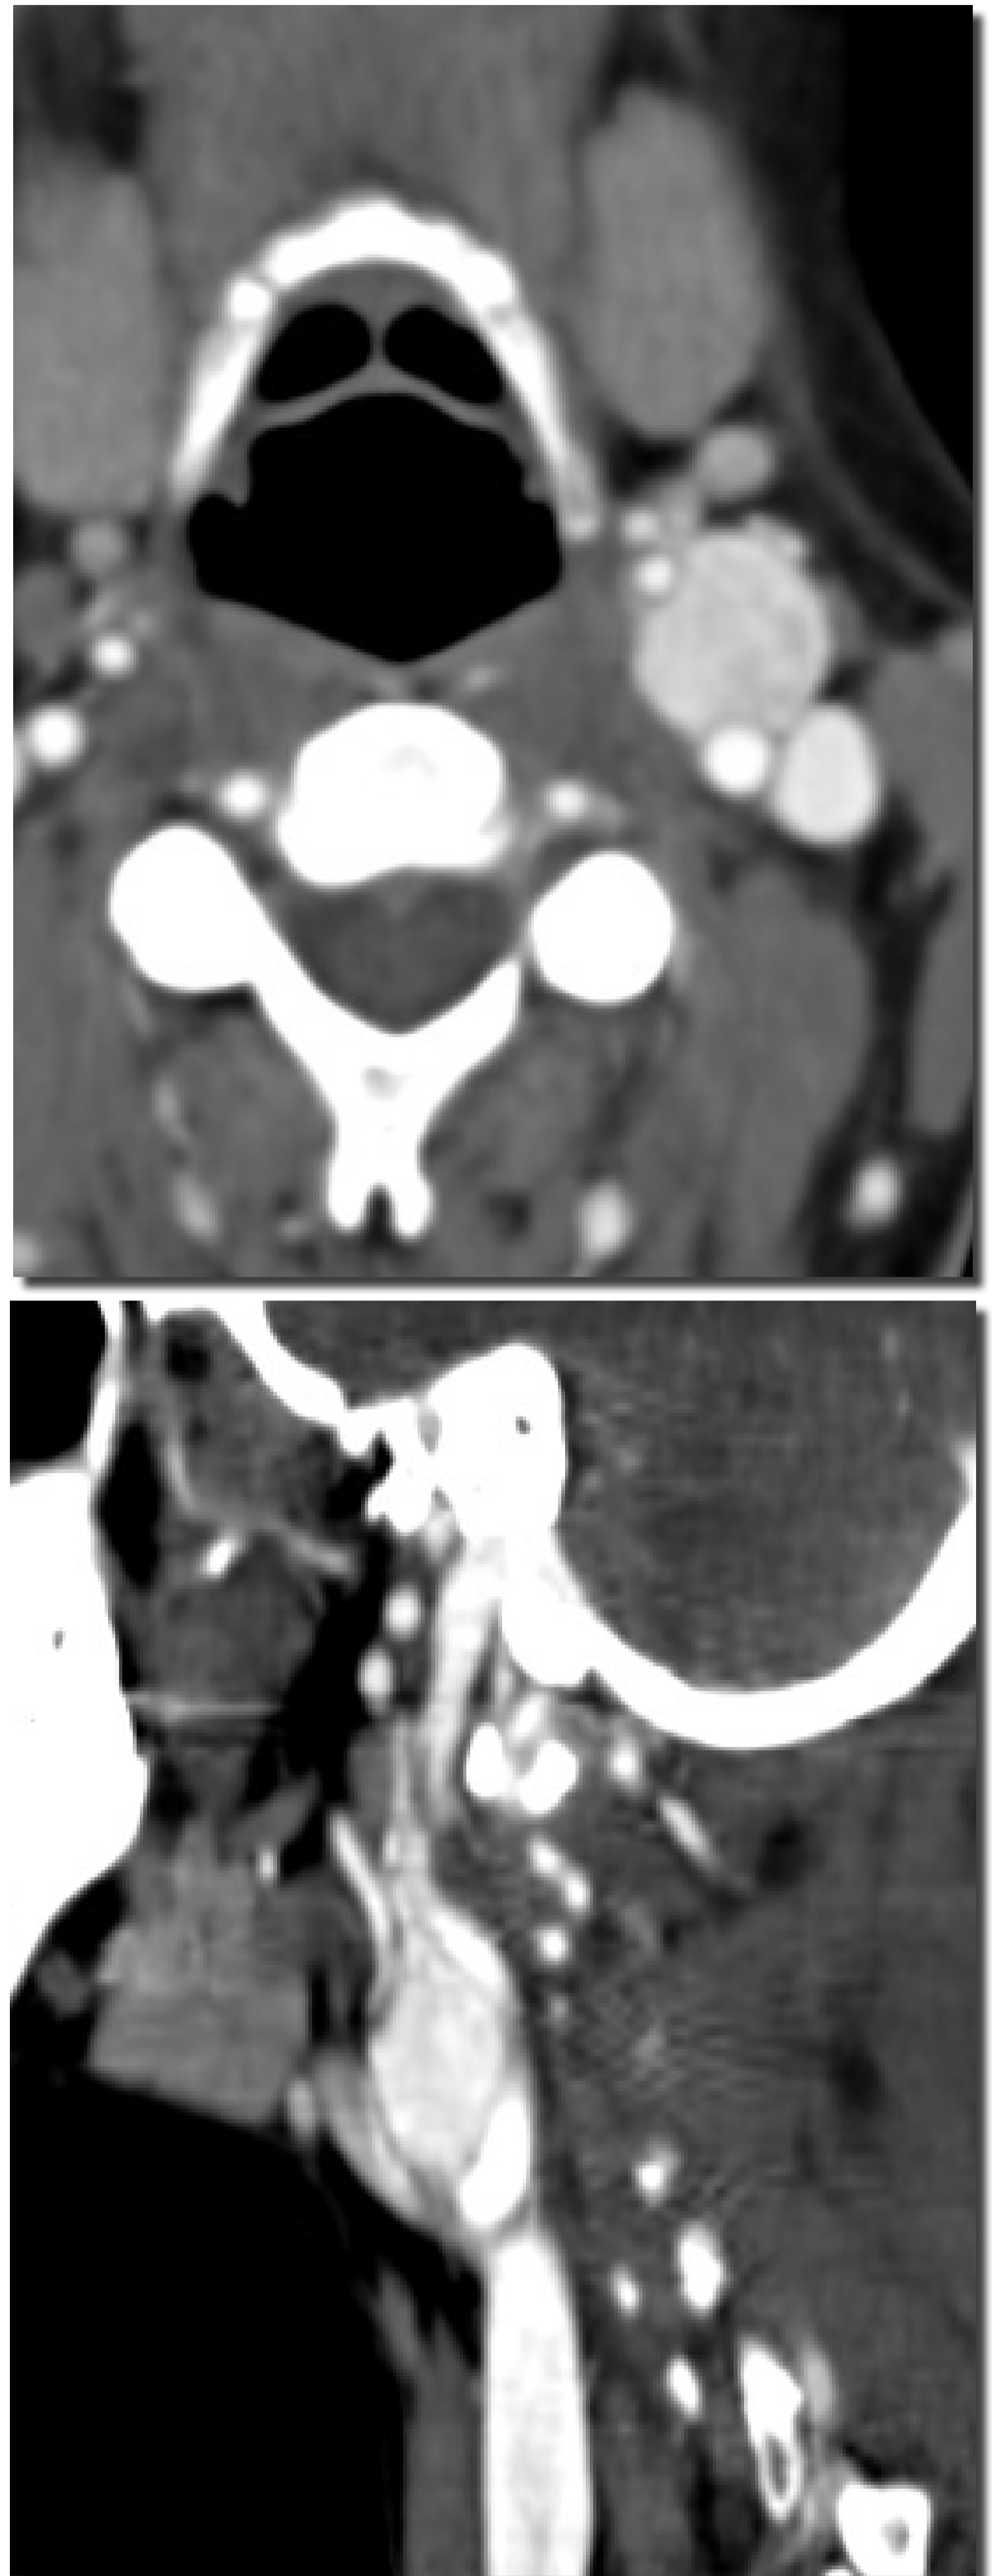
Corte axial y longitudinal de angiotomografía de troncos supraorticicos.
